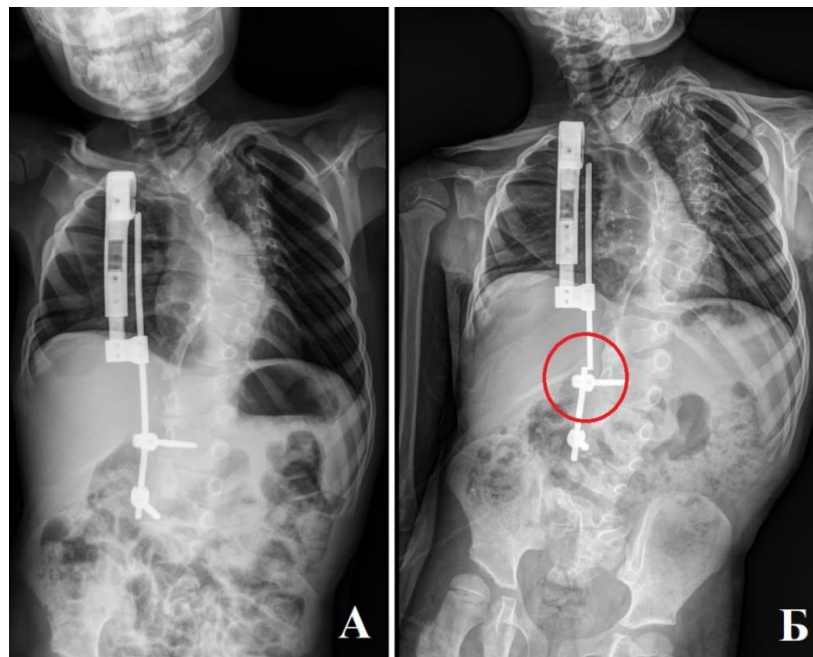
Пациент Ф., 6 лет. Диагноз: врожденный сколиоз при одностороннем боковом нарушении сегментации позвонков и синостозе ребер. А- цифровая рентгенограмма позвоночника в прямой проекции, прослеживается реберно-позвоночный дистрактор, положение правильное, корректное. Б – цифровая рентгенограмма позвоночника в прямой проекции через 2,5 месяца после выписки, на снимке обозначена область перелома стержня металлоконструкции
